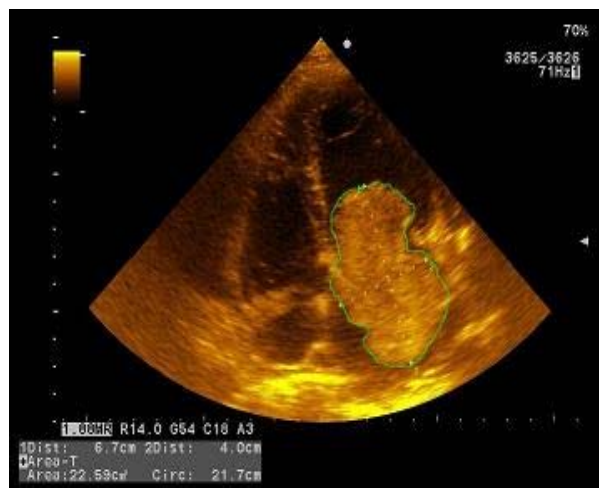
Ecocardiograma transtorácico. Vista de cuatro cámaras*
